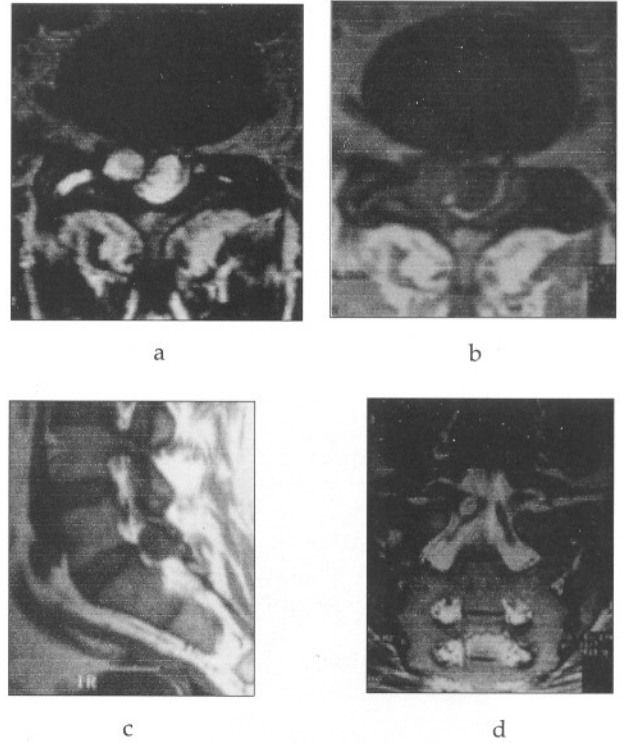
Olgu 1 MRG incelemeleri a) L5-S1 T2 aksiyal inceleme b) T2 Lomber sagittal inceleme.
